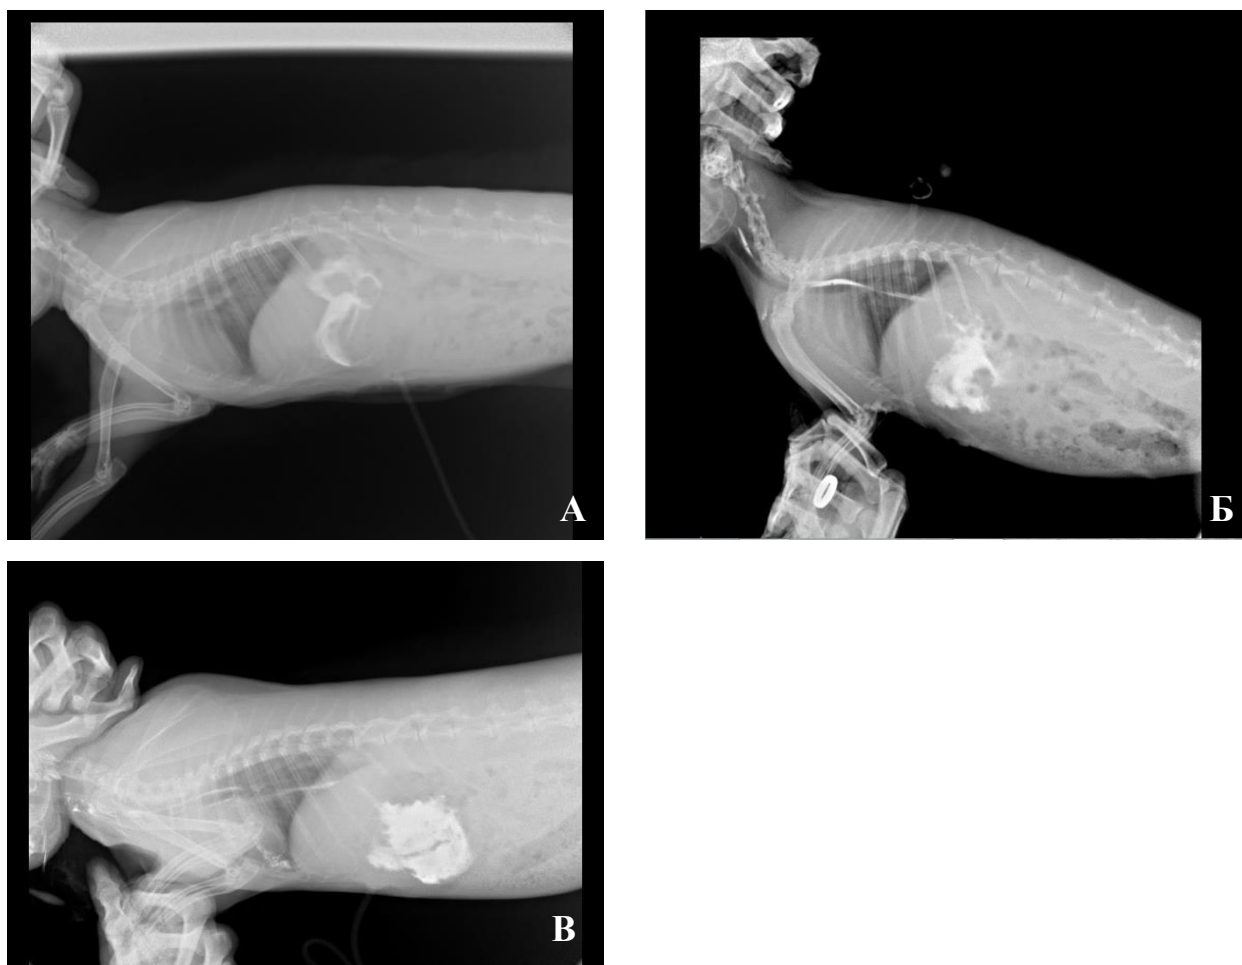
Данные рентгенографического обследования 20 суток спустя операции
